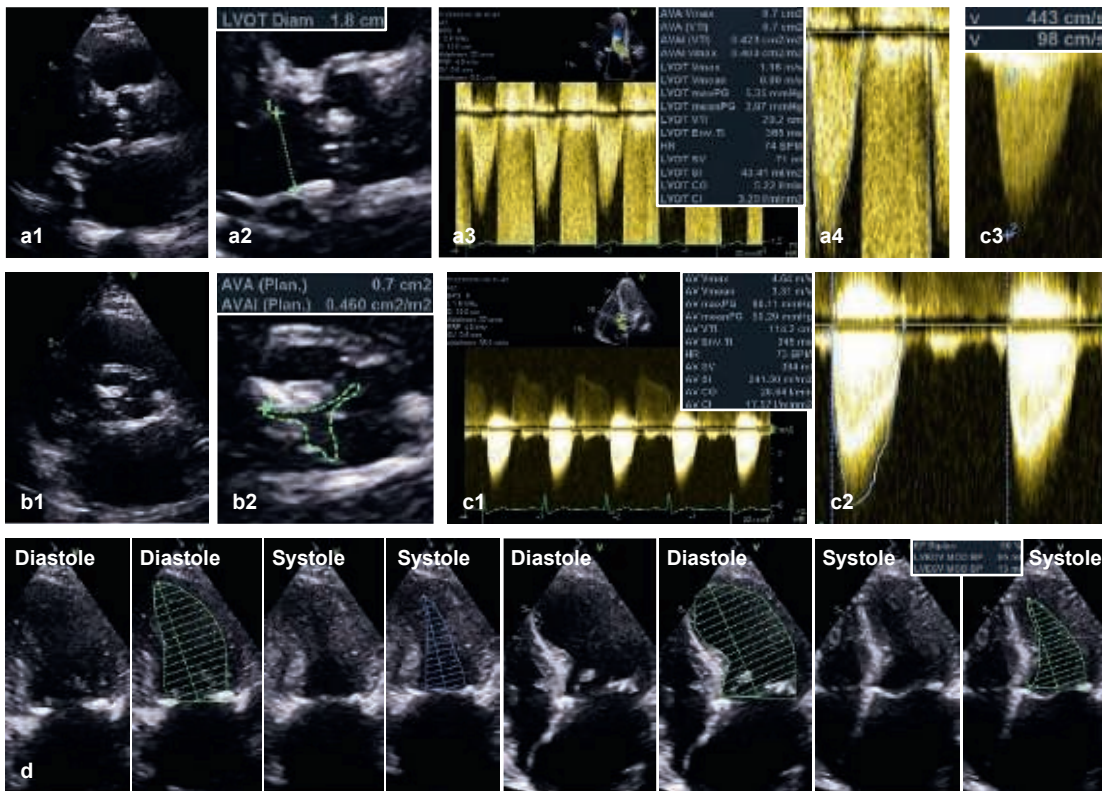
Messungen bei hochgradiger Aortenklappenstenose. Zur Bestimmung der effektiven KÖF ($0,7 \text{ cm}^2$) nach der Kontinuitätsgleichung werden der LVOT-Durchmesser, das gepulste Doppler-Spektrum im LVOT in der apikalen langen Achse (a1–a4) und das transvalvuläre cw-Doppler-Spektrum (c1, c2) dokumentiert. In der parasternalen kurzen Achse wird die KÖF ($0,7 \text{ cm}^2$) systolisch planimetrisch bestimmt. Die maximale transvalvuläre Geschwindigkeit beträgt $4,6 \text{ m/s}$, der mittlere Gradient 50 mmHg . Die Ratio der maximalen Geschwindigkeiten vor und in der Stenose beträgt $0,22$ (c3). Grundsätzlich erfolgt bei jedem Patienten mit AS eine biplane Planimetrie des LV zur Bestimmung des LVSV (ca. 50 ml – untere Reihe; d).
